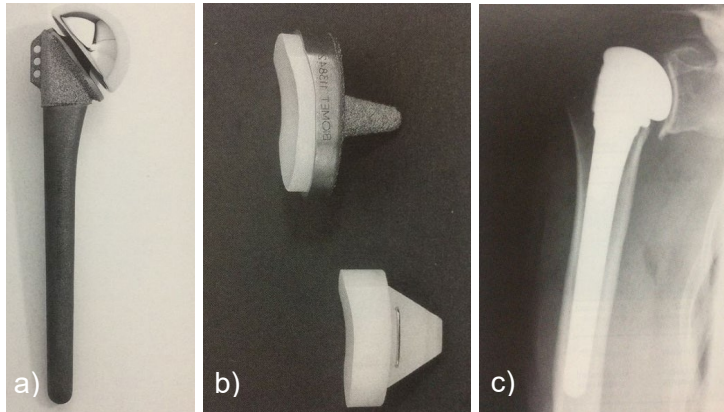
Schulterprothese der zweiten Generation: Bio-Modular-Schulterssystem Fa. Biomet Merck: a) Prothesenschaft mit Kopf b) Glenoidkomponente, c) Prothese in situ im Röntgenbild (mit freundlicher Genehmigung der Fa. Zimmer Biomet EMEA, Zug, Schweiz)
